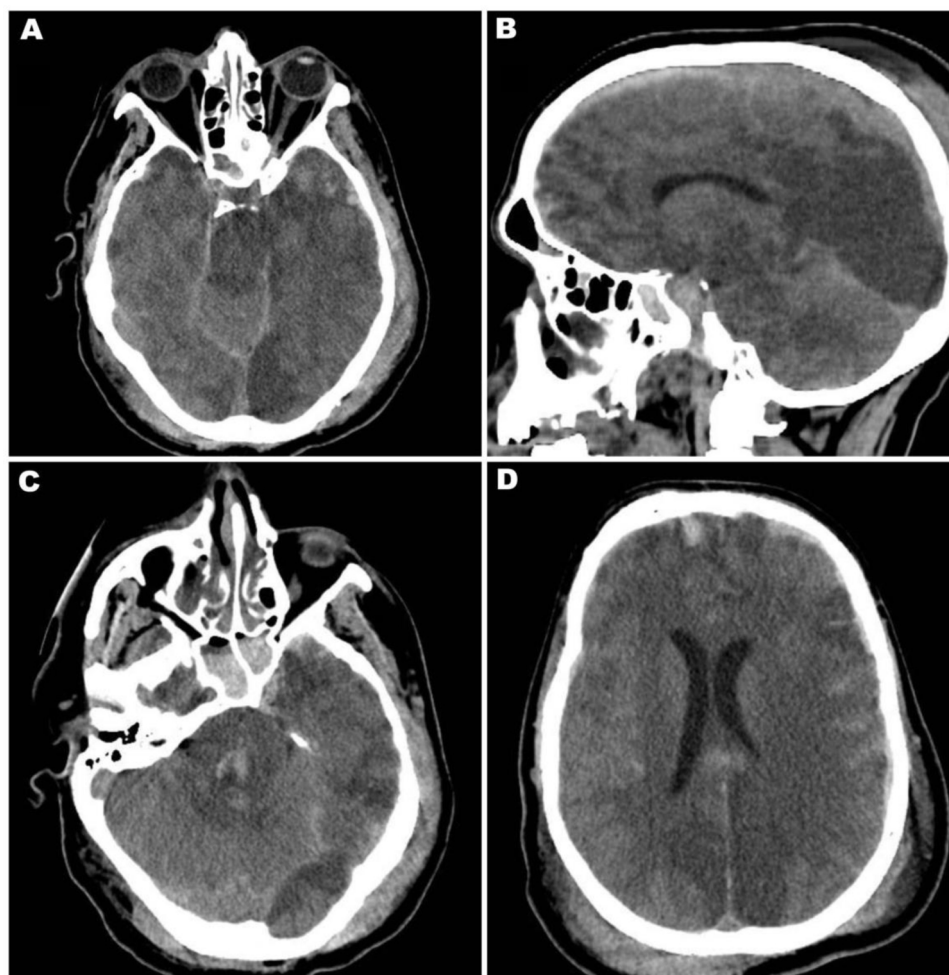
A y B) TC de cráneo en corte sagital y axial que evidencia el signo del cerebelo blanco. C) TC de cráneo en corte axial en la que se visualizan hemorragias de Duret en el tronco. D) TC de cráneo en corte axial que demuestra desviación de la línea media por edema hemisférico izquierdo.
